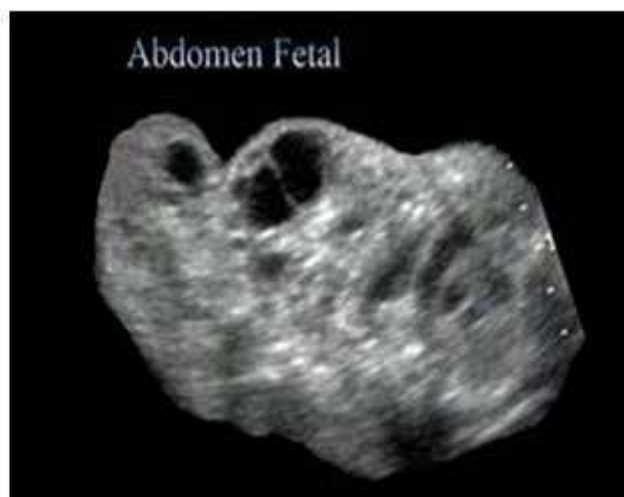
Imagen ecolúcida multilocular localizada a nivel del abdomen fetal por ecografía prenatal realizada a las 22 semanas de gestación.
